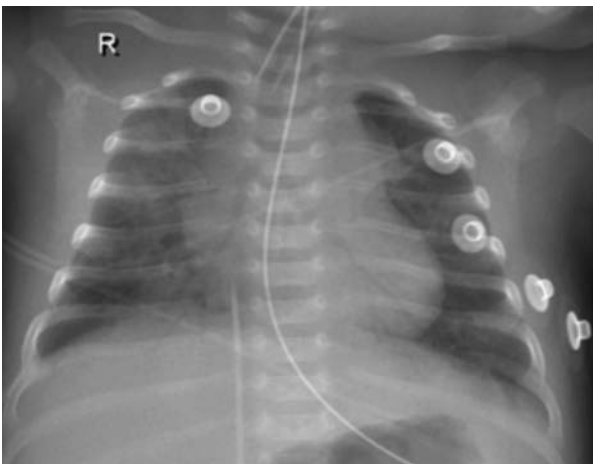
Radiografía de tórax con infiltrados bilaterales.
